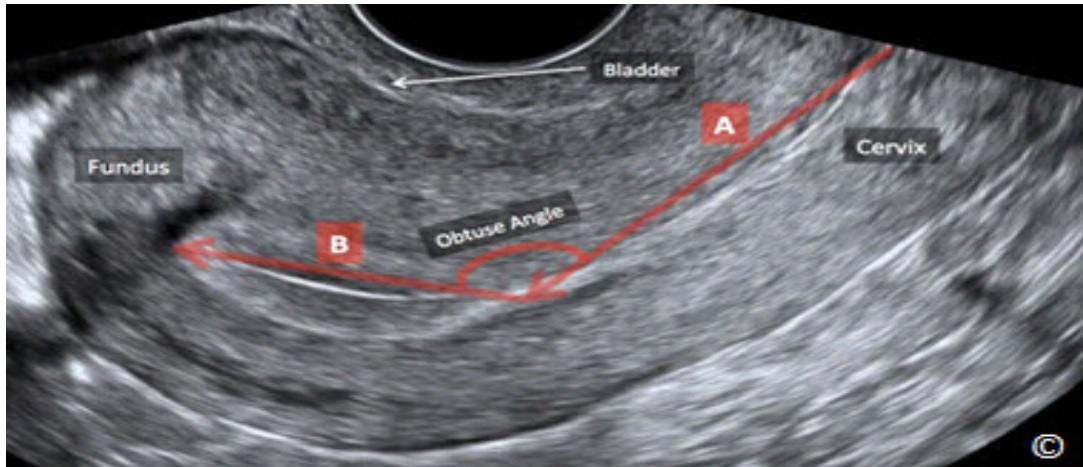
Ultrasonido transvaginal de un útero anteroflexionado. Obsérvese el ángulo obtuso ($<180^\circ$) entre el segmento uterino inferior (istmo /cervix) (A) y la parte del fondo uterino (B). El fondo uterino está cerca de la vejiga (comprimida - rotulada).
